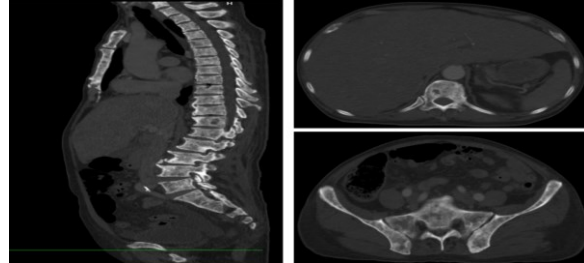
Kết quả chụp CT cho thấy nhiều di căn tiêu xương ở xương đốt sống và xương chậu vào tháng 4 năm 2021
